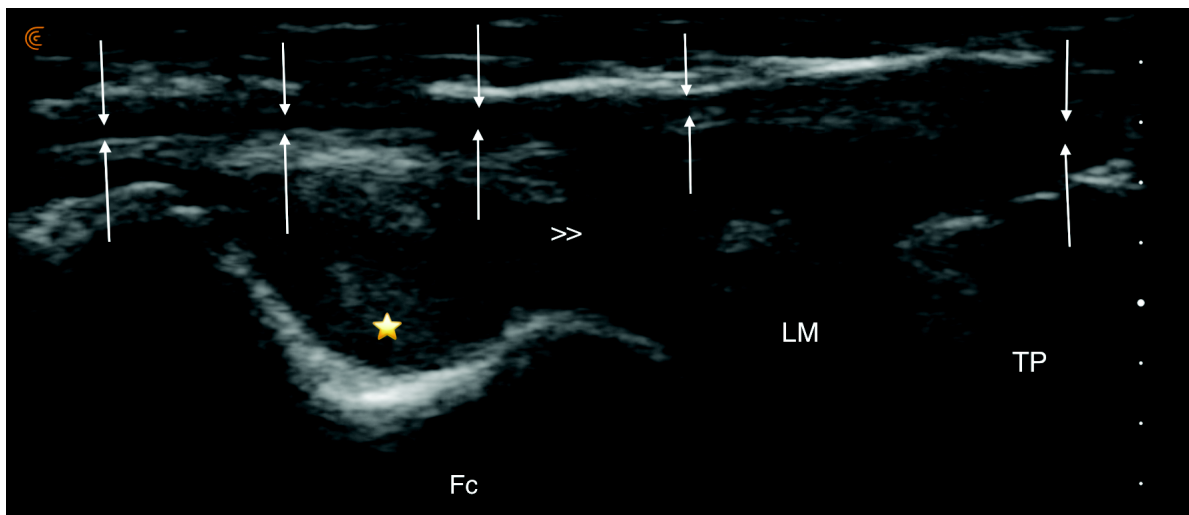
Imagerie échographique du LAL et de son insertion tibiale, obtenue lors de notre étude cadavérique, avant sa désinsertion percutanée au tibia
